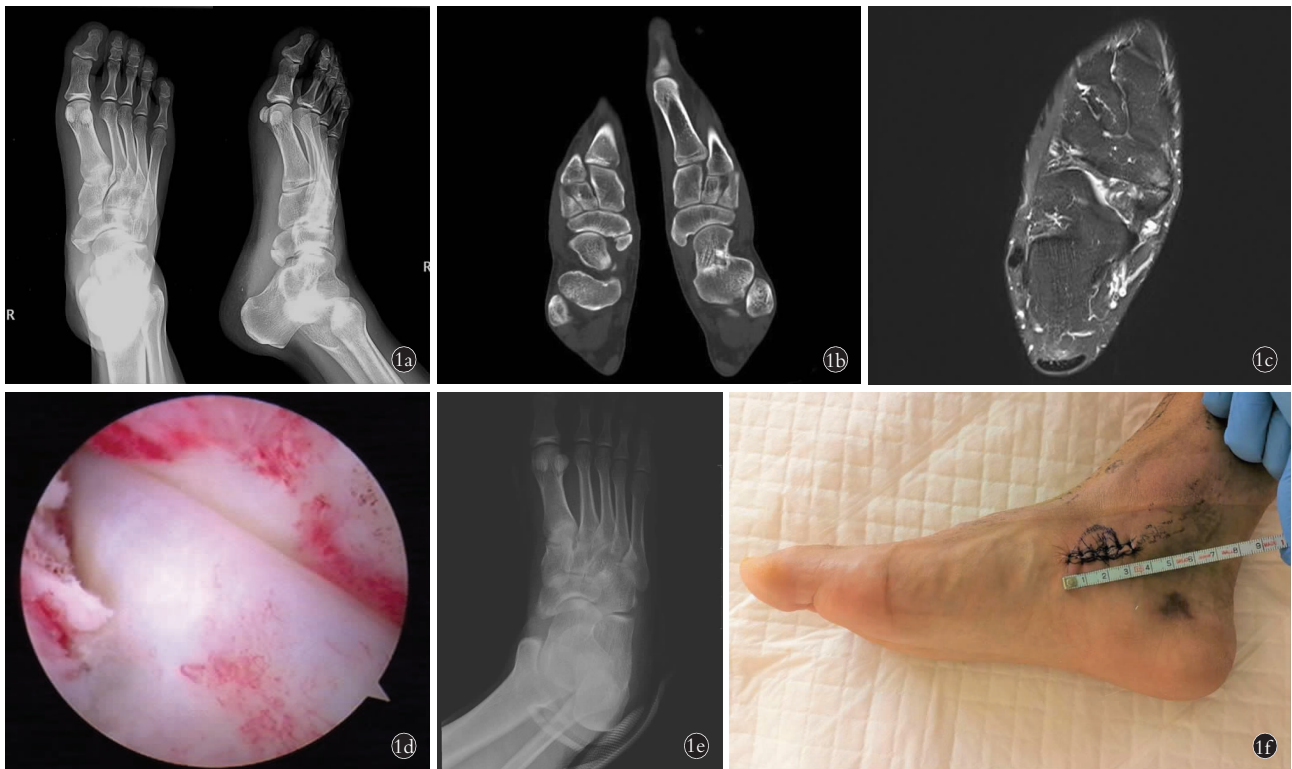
患者,男,31 岁,右足副舟骨 1a. 术前正斜位 X 线片见右足 II 型副舟骨 1b. 术前三维 CT 见右足 II 型副舟骨,左足 III 型副舟骨,左足无临床症状 1c. 右足术前 MRI 示舟骨与副舟骨交界处骨髓水肿 1d. 肌腱镜探查胫后肌腱连续性完整,踝管内见滑膜增生、充血 1e. 术后第 1 天 X 线片示舟骨内侧低密度影处为不显影 PEEK 锚钉 1f. 术后第 1 天外观
